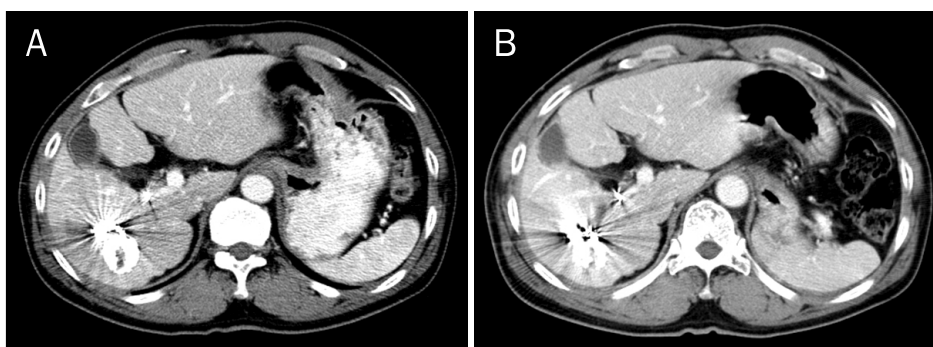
Computed tomography images following right portal and hepatic vein embolizations. (A) There were little hemi-liver volume changes 2 weeks after hepatic vein embolization. (B) A slight further atrophy of the right liver was found 2 months after hepatic vein embolization.
